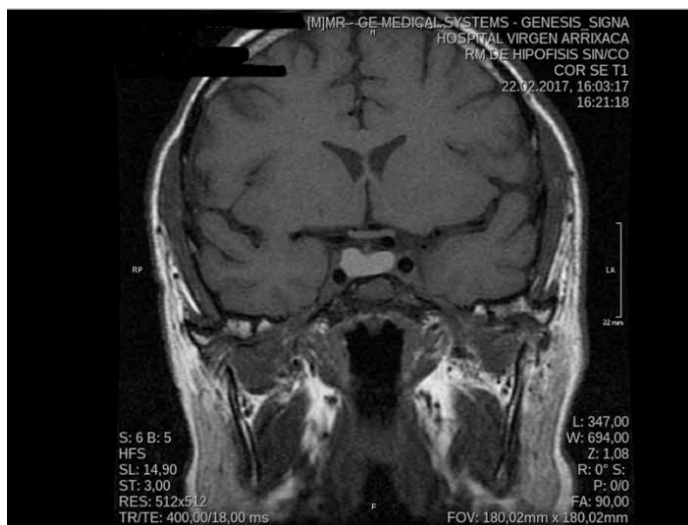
RMN cerebral. Corte coronal T1. Masa intraselar hiperintensa que contacta con el seno cavernoso derecho.
